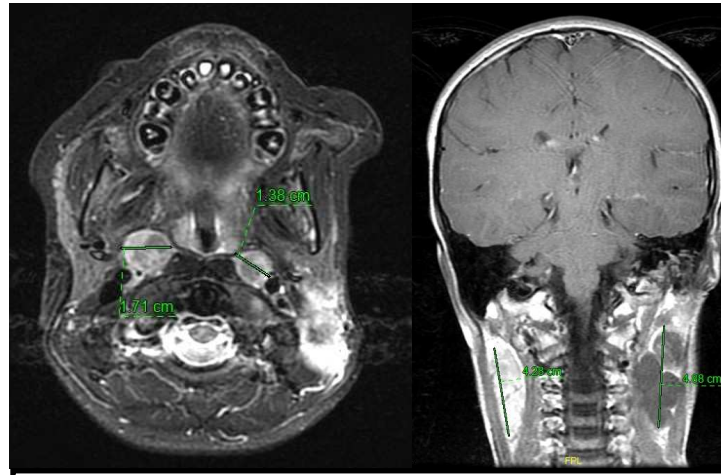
RM DE CRÁNEO Y CUELLO CON CIV:
